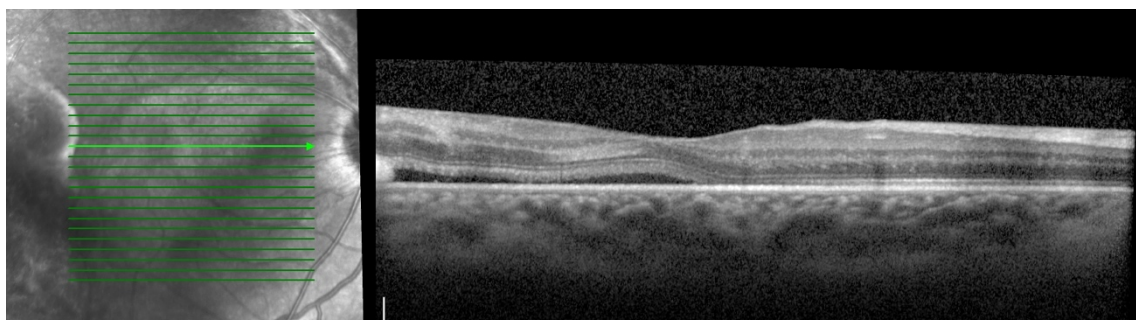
Tomografia de coerência ótica do olho direito às 2 semanas de seguimento. Descolamento neurosensorial temporal plano com componente exsudativo subretiniano.
